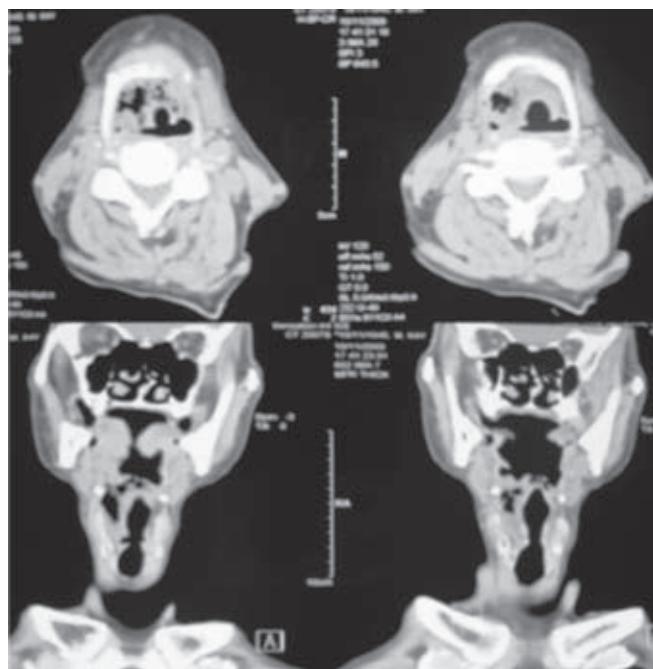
Tomografía de la región suprahioida y coronal del cuello.
